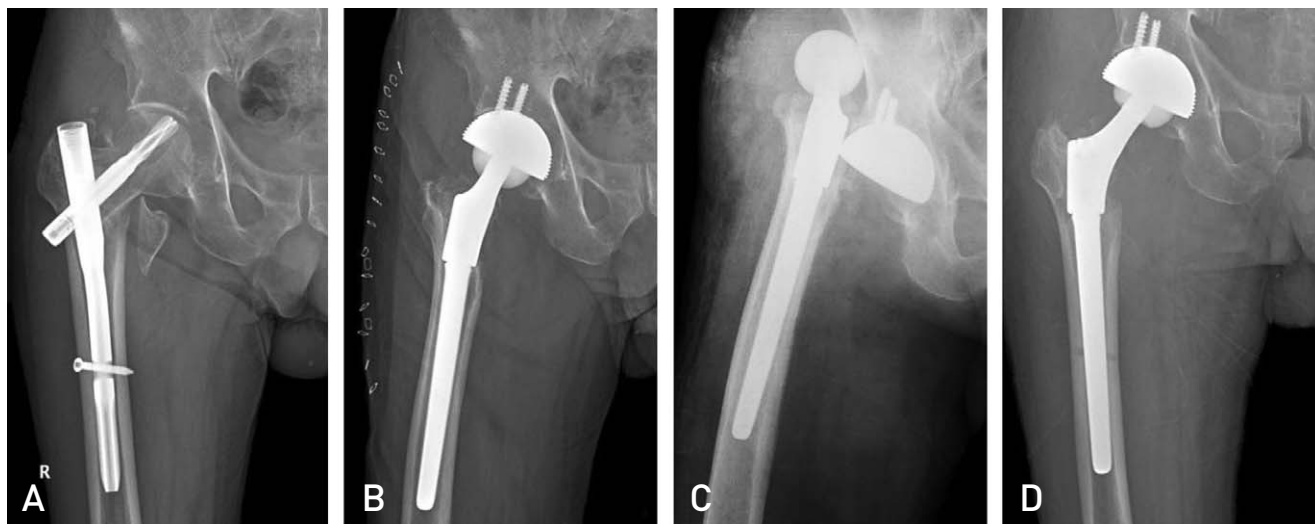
A 86-year-old female with left hip pain. (A) Radiograph 3 years after first operation shows inappropriate hip screw position, joint penetration and sliding of hip screw. (B) Total hip arthroplasty was done. (C) Anteroposterior radiograph 24 months after total hip arthroplasty using cementless stem shows stable fixation.
